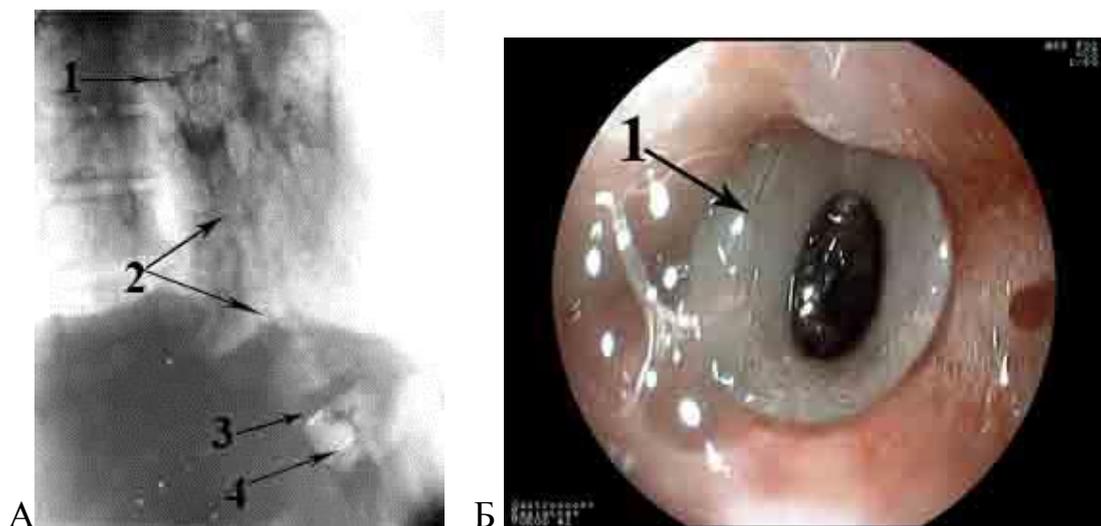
Рентгенограмма А) и эндифото Б) эндпротеза, установленного в зону стеноза кардио-эзофагеального перехода: 1) раструб протеза; 2) корпус протеза с резьбой; 3) стопорное кольцо; 4) антирефлюксная манжета
